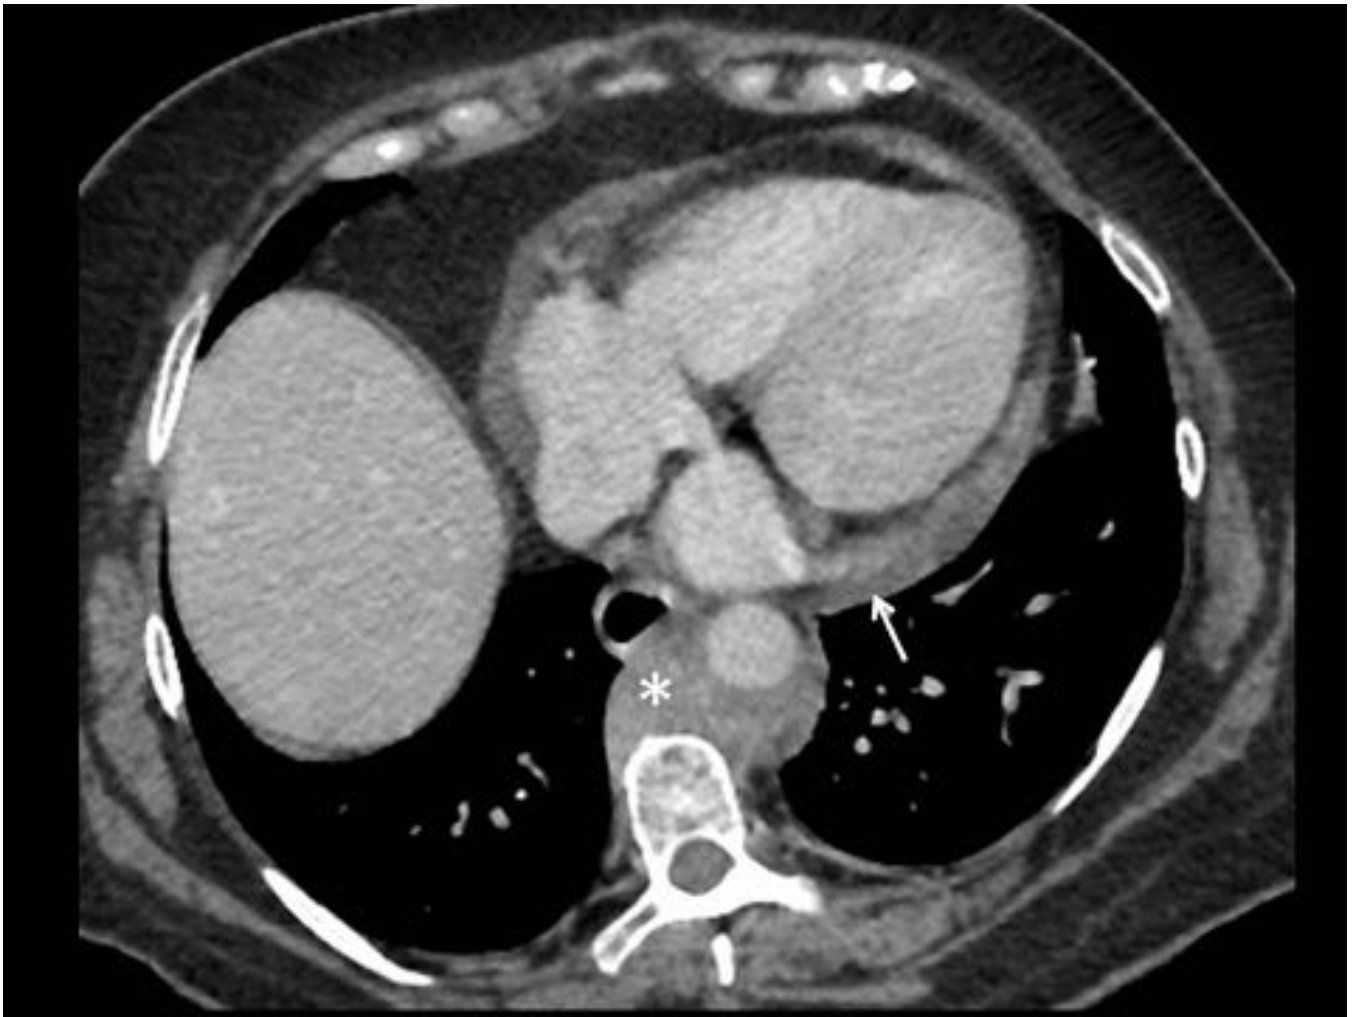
TC de tórax con contraste intravenoso. Tejido de partes blandas (*) englobando a la aorta descendente de forma circunferencial «coarted aorta». Derrame pericárdico asociado (flecha).
